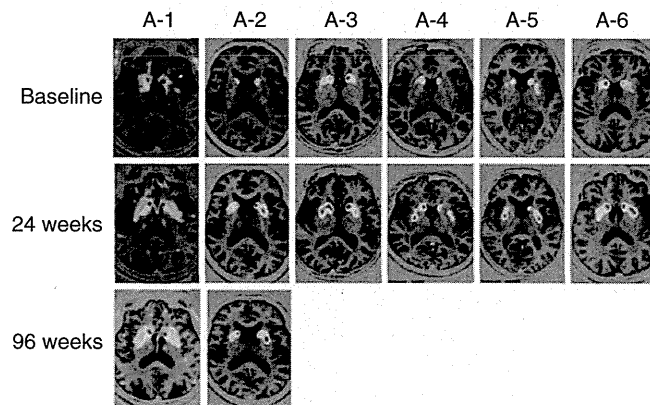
FMT-PET images. Axial images at the level of the putamen are shown before and 24 weeks after gene therapy for all six patients. Increased FMT uptake persisted until 96 weeks in two patients. The 4-week images are not shown because they are similar to the 24-week images. FMT, 6-[<sup>18</sup>F]fluoro-L-m-tyrosine; PET, positron emission tomography.
